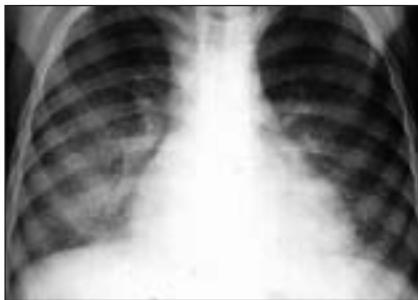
Radiografia del torace in un bambino con emosiderosi polmonare idiopatica: infiltrazione micronodulare diffusa di entrambi i polmoni.
